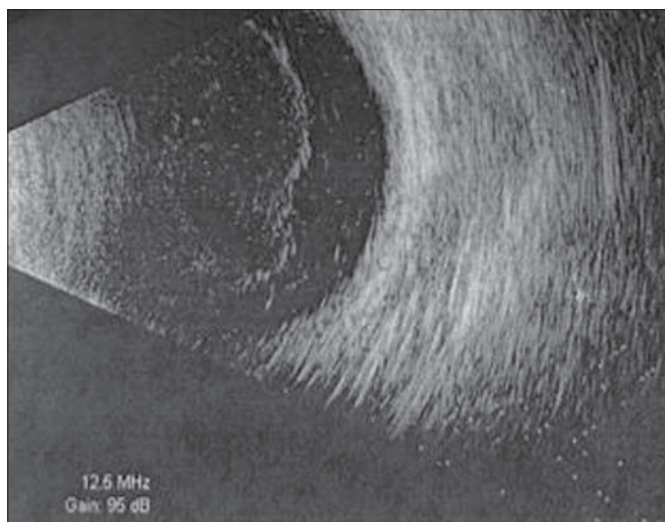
Данные УЗИ левого глаза пациента Ф.: помутнения в стекловидном теле соответствуют воспалительному экссудату при поступлении в офтальмологическое отделение.
